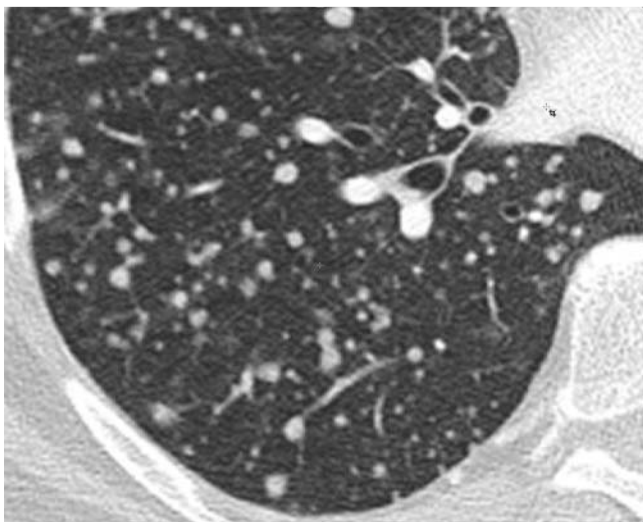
CT mit Rundherden in zufälliger Verteilung.
